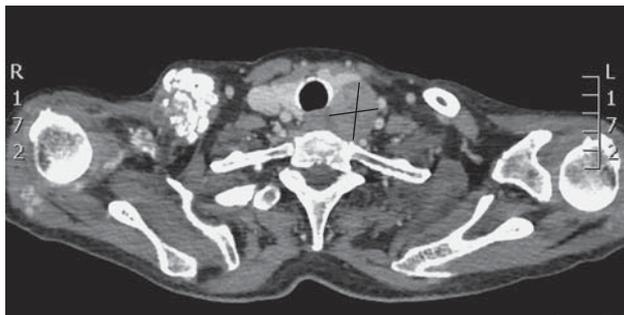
Компьютерная томограмма. Опухоль левой нижней околощитовидной железы.
